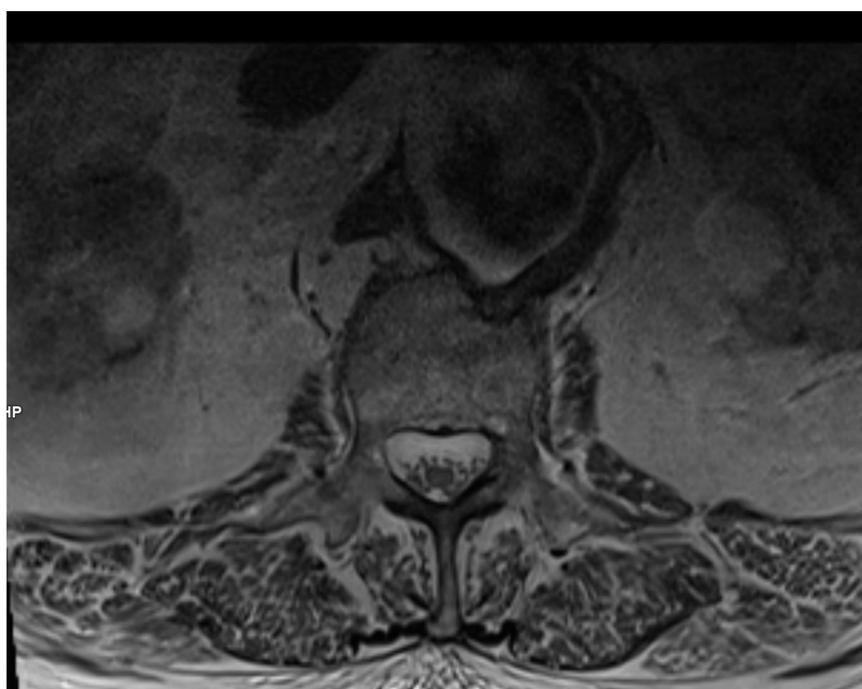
(RM T2): erosión vertebral anterior, bordes finos, que parece coincidir con abombamiento aórtico a este nivel.
